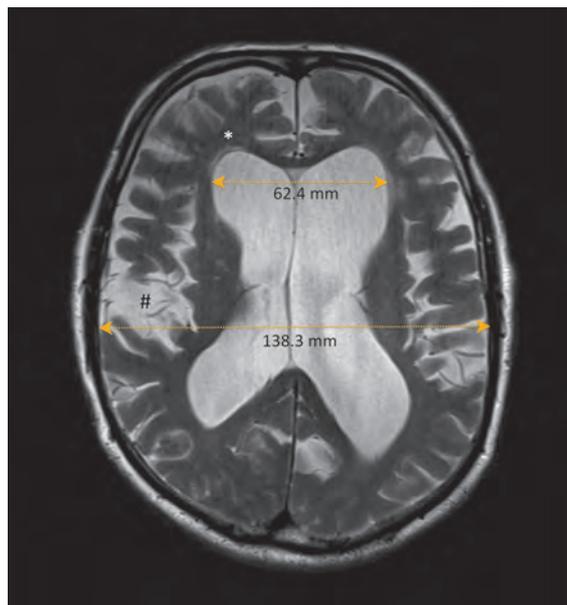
Typisches MRI eines Patienten mit iNPH. Der Evans-Index beträgt in diesem Fall 0,45 (62,4 mm / 138,3 mm). Die T2w-MR-Bildgebung zeigt Hyperintensitäten um die Frontalhörner als Zeichen der Liquordiapedese (*) und die sogenannten «Liquortaschen» (#).
